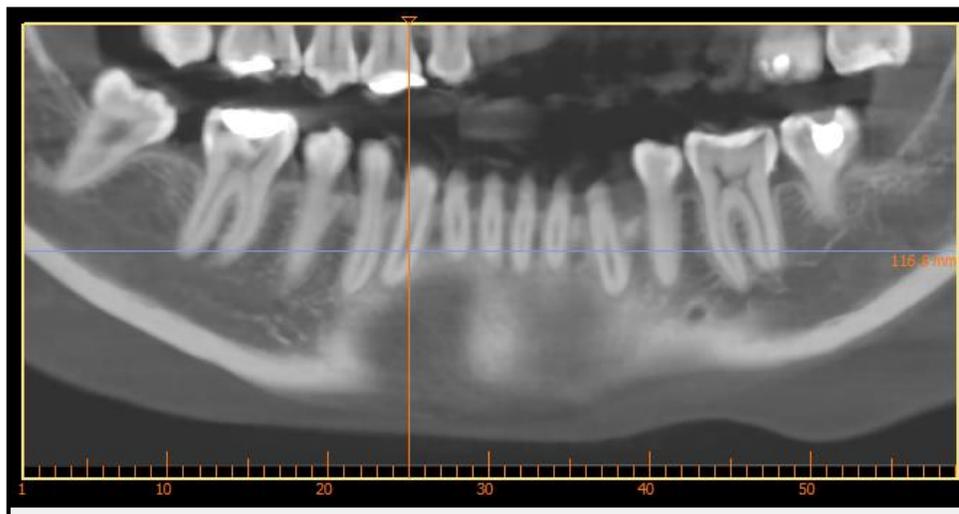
Tomografía del maxilar inferior
